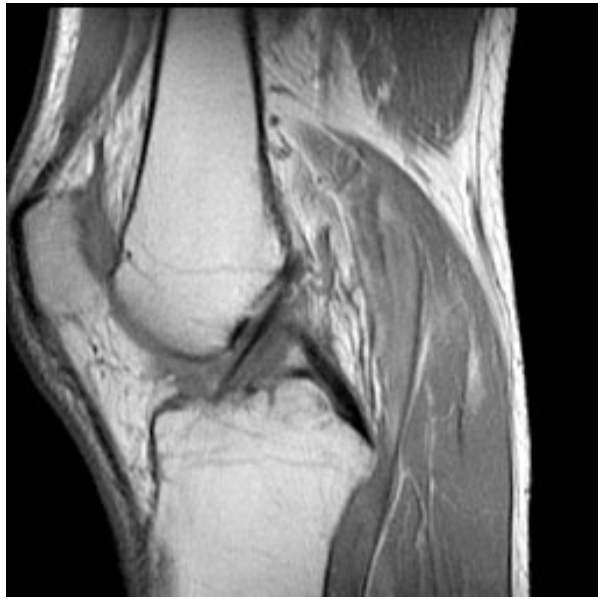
МРТ: ПКС в норме.
